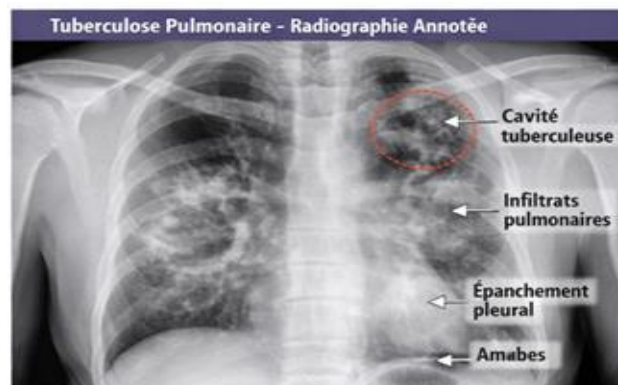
Radiographie pulmonaire tuberculeuse annotée montrant infiltrats, cavités et granulomes.
